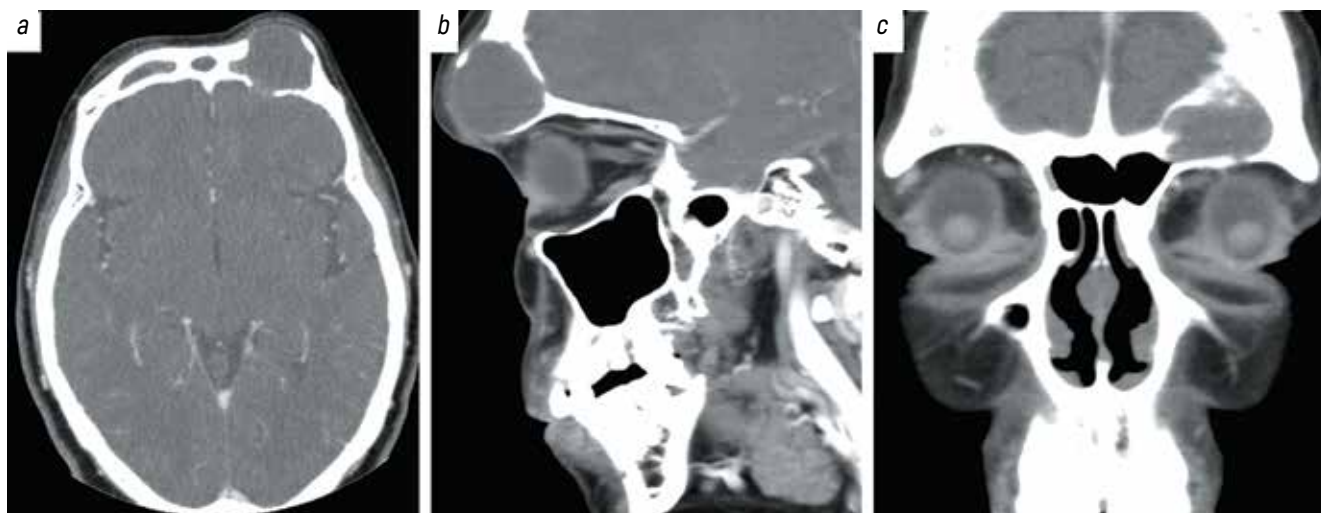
Contrast-enhanced brain CT scan showing a left frontal lesion eroding the internal table of the ipsilateral frontal sinus in axial view (a), sagittal view (b), and coronal view (c)
